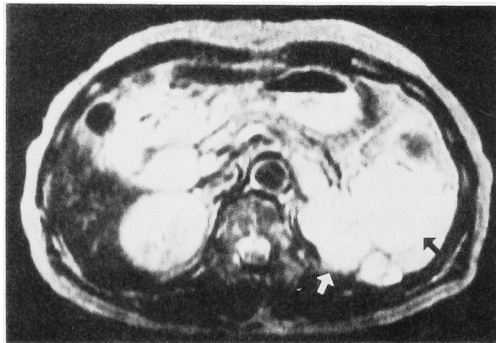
MRI (T2 weighted image) shows the internal portions of round tumor (↑) 5 cm in diameter and lobulated tumor (↑) are of higher intensities than those of the liver.
